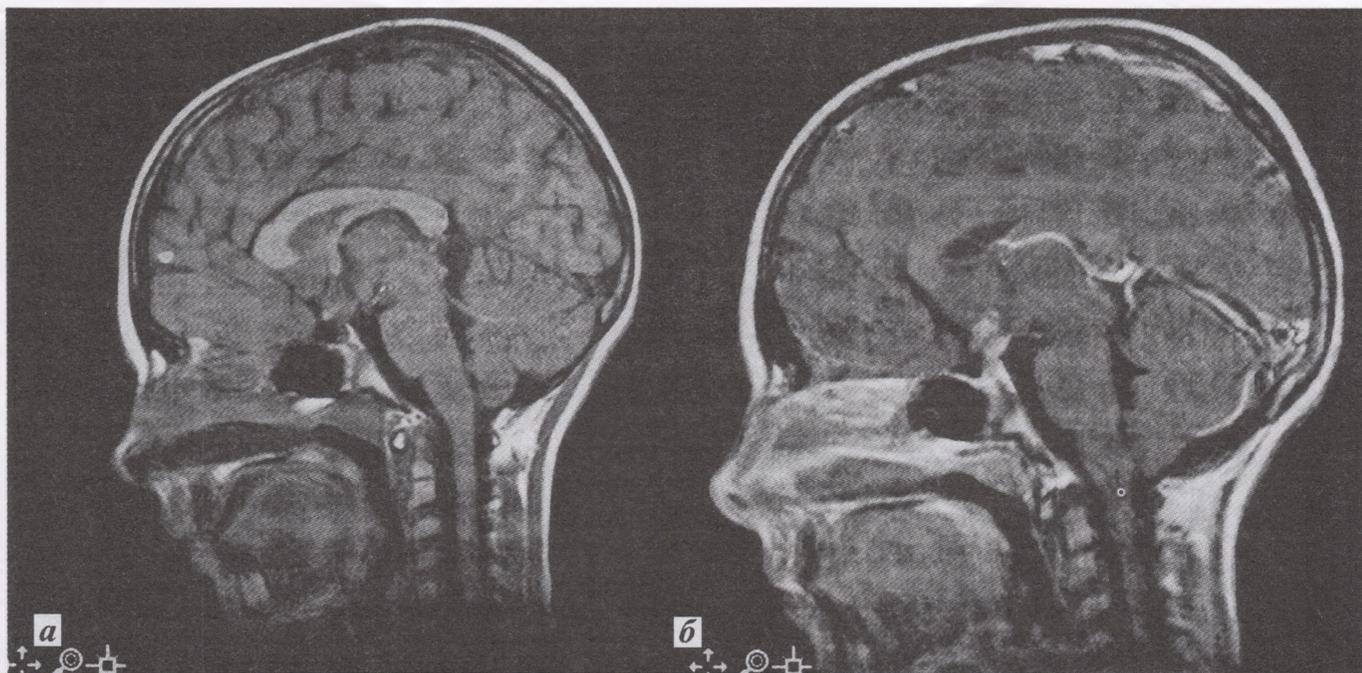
МРТ больной П. 8 лет с супраселлярной герминомой.
